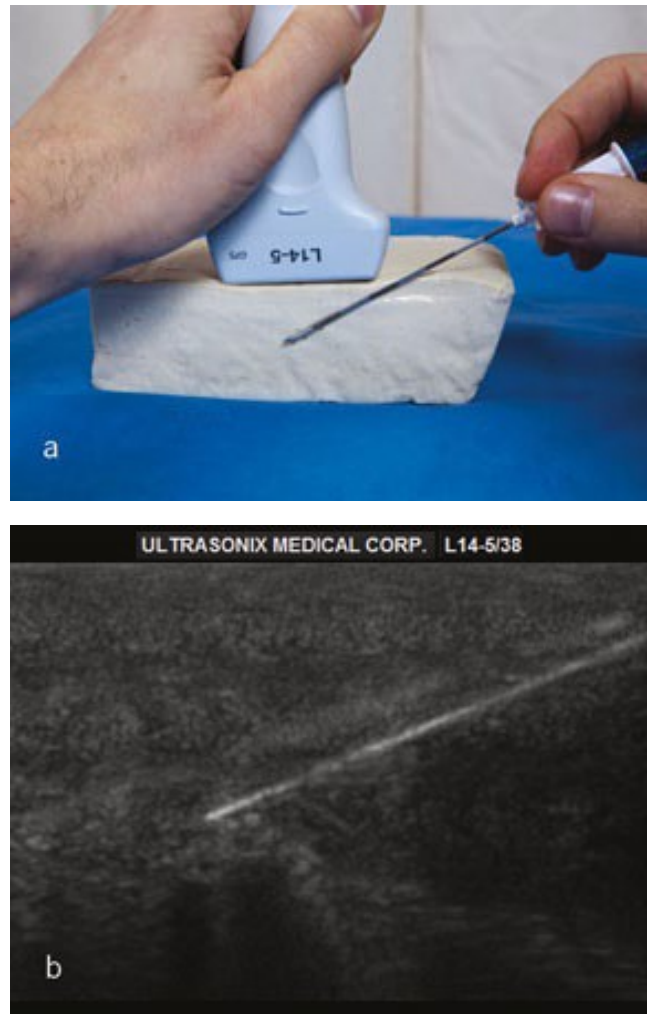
Photographie et image échographique d'une aiguille de Tuohy et d'un modèle en tofu avec orientation de l'aiguille dans le plan (IP)
